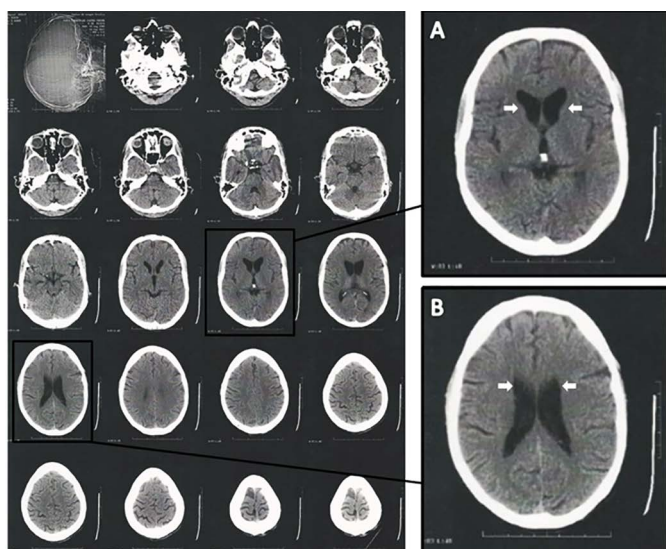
Imagem de tomografia computadorizada do cérebro de um paciente com a forma infanto-juvenil da doença de Huntington. Na imagem é evidente a hipotrofia da cabeça do núcleo caudado bilateralmente (seta em A) e alargamento dos cornos frontais dos ventrículos laterais (seta em B). Técnica utilizada: cortes axiais de 2,0, 3,0, e 7,0 mm de espessura a partir do plano órbito-meatal sem o uso de contraste endovenoso.
